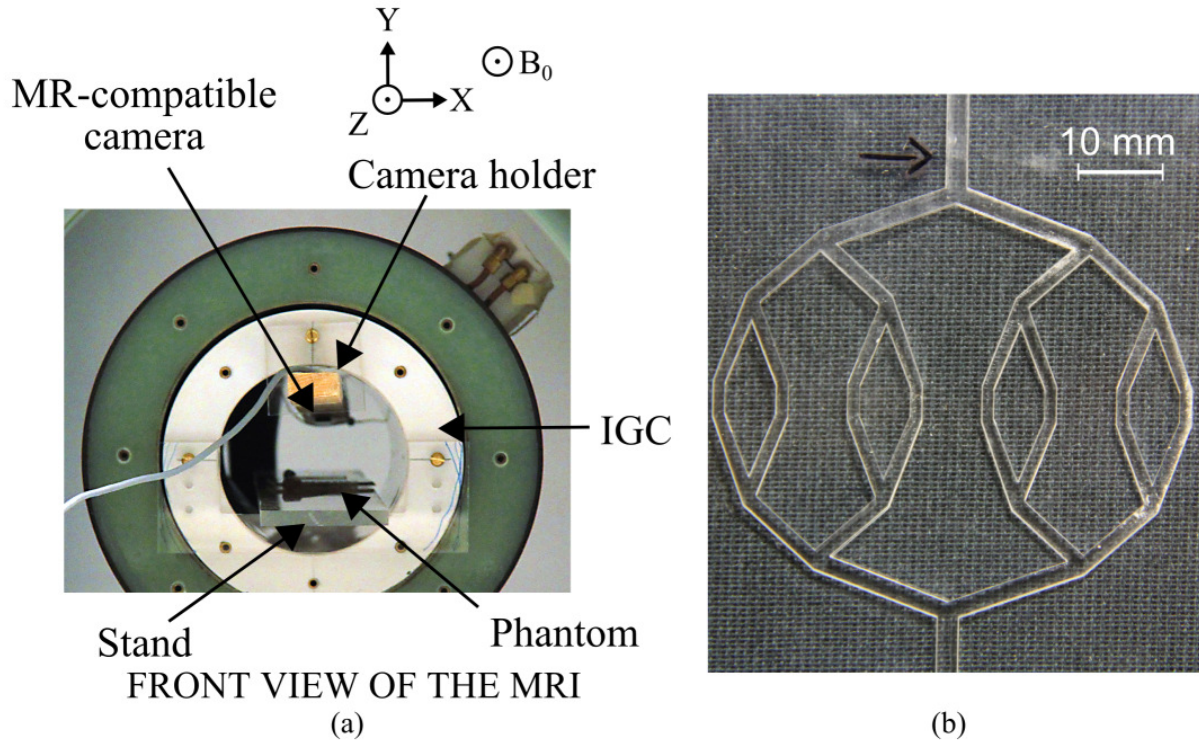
(a) Front view of the propulsion setup located inside the bore of a 1.5T MRI. The phantom is located at the middle of the IGC, with the camera on top of it. The  $B_0$  field of the MRI is along +Z. (b) Top view of the phantom used for the navigation experiments. The black arrow indicates the initial position of the bead.
